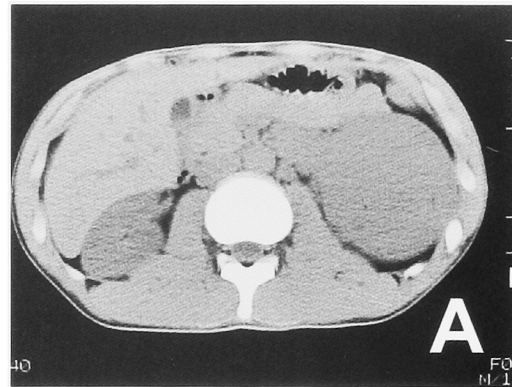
Graphic features of chromophobe renal cell carcinoma. A: Plain computed tomography scan revealed a large mass arising from the right kidney showing the same density as normal renal parenchyma (case 2). B: Degree of enhancement of the CRCC was weaker than that of normal renal parenchyma (case 2). C: CRCC showed hypovascular pattern in the examination of angiography (case 1).
